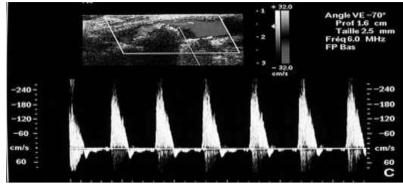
Echo doppler de l'artère fémorale superficielle montrant : [14]
